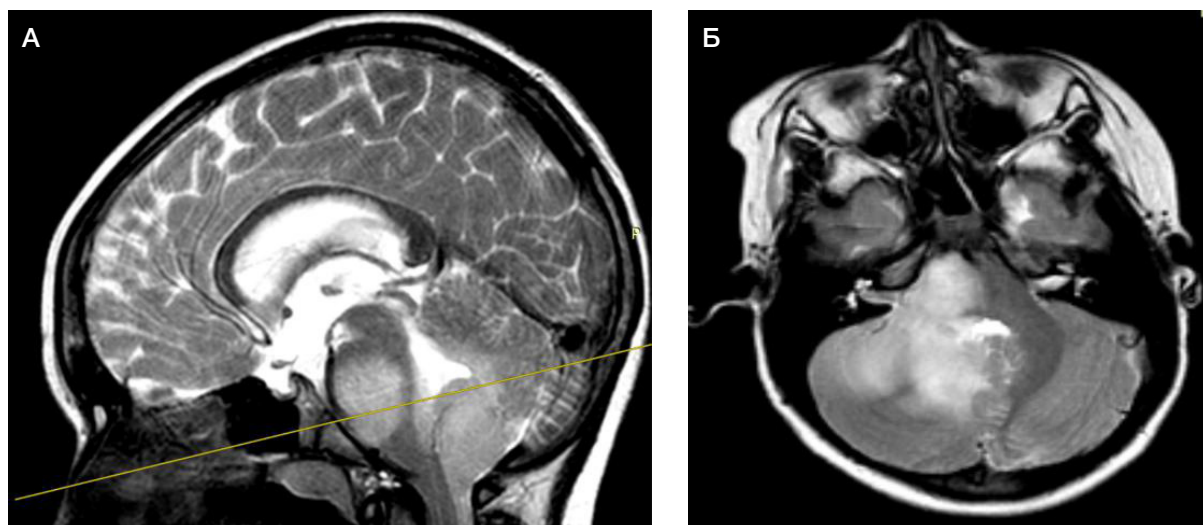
МРТ головного мозга, проведенная 10.07.2019 до начала ЛТ в сагитальной (А) и аксиальной (Б) плоскостях
